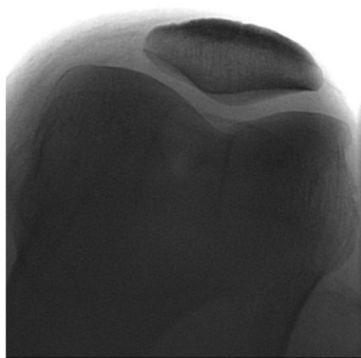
Хворий В., 50 років. Рентгенографія лівого КС.
